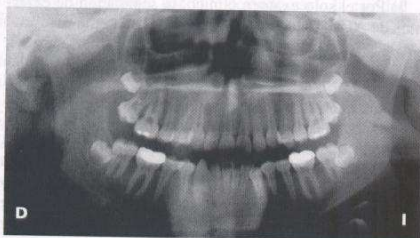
Radiografía panorámica donde se visualiza una asimetría importante de tamaño entre ambos cóndilos. El derecho es más pequeño que el izquierdo.
